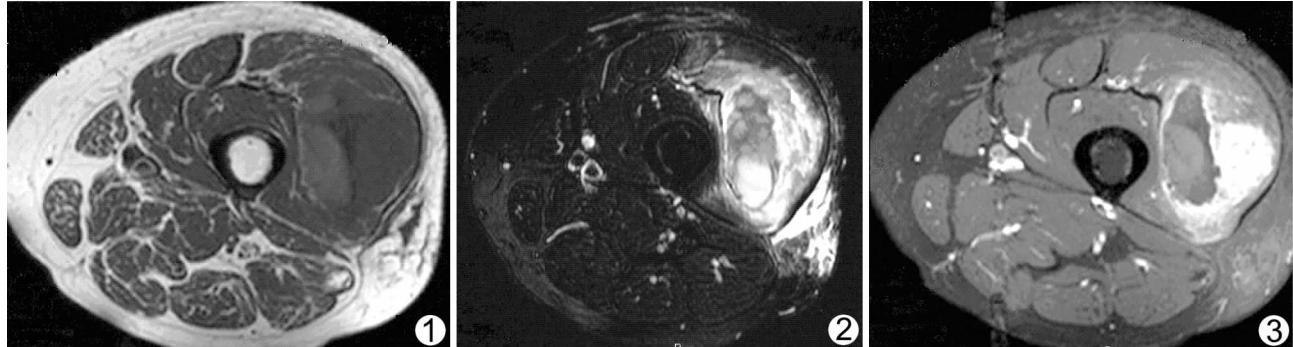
~3 右侧股四头肌溶解坏死 图1为MRI T1W平扫;图2为MRI T2W压脂扫描;图3为MRI T1W压脂增强扫描
